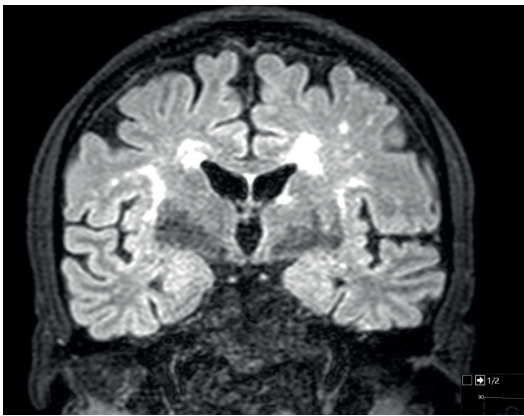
RMN de cerebro.
